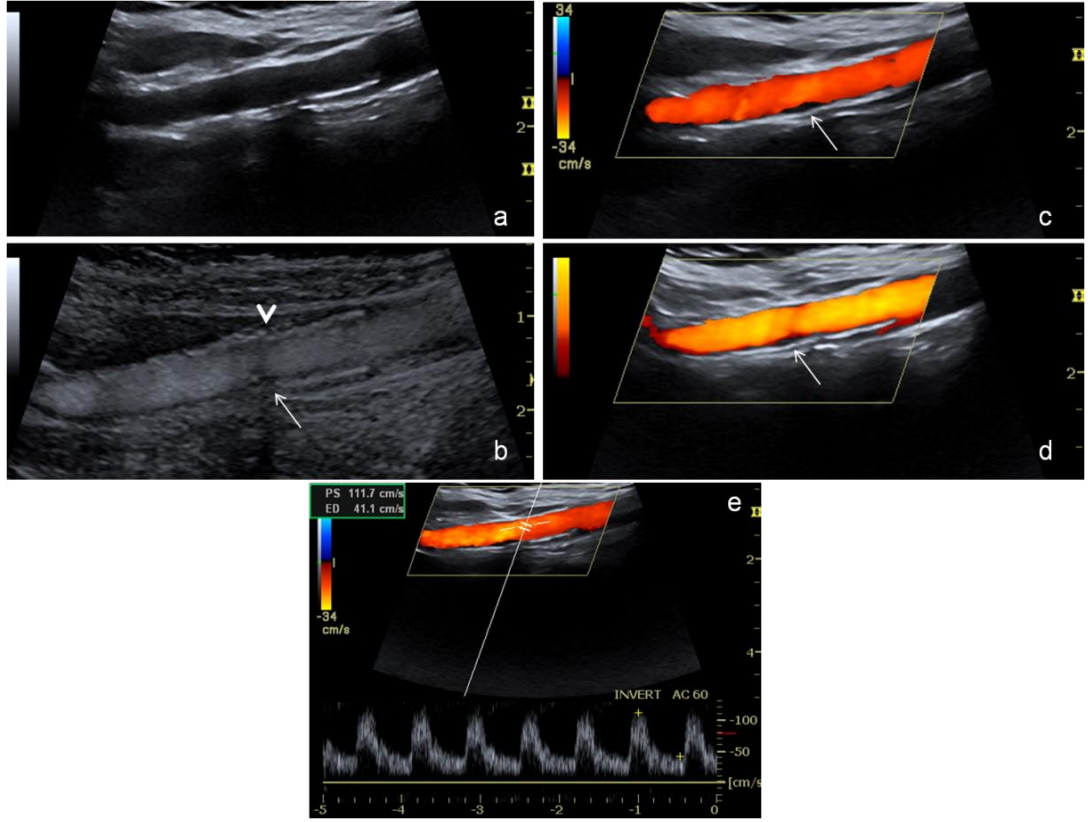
Olgunun 48. ayda yapılan US kontrolüne ait görüntüler. US görüntü analizi “değerlendirilebilir mükemmel (4)” olarak yapılmıştır. (a) B-mod görüntülemeye stentin AKA'dan İKA'ya uzanımı ile birlikte stent orta kesiminde anteriorda milimetrik kalsifiye odak izlenmektedir (ince beyaz ok). (b) B-flow görüntüde bifurkasyon düzeyi ayrıntılı bir biçimde görüntülenmektedir. Stent patent olarak görüntülenmekle birlikte, kalsifiye odağın neden olduğu akustik gölgelenmenin stent içerisinde yalancı bir dolmuş defektine neden olduğu izlenmektedir (ince beyaz ok). Beyaz ok başı ile stent distalinde posteriora izlenen minimal neointimal proliferasyon gösterilmektedir. (c, d) Renkli Doppler ve power Doppler görüntülemelerde de stent lümeni patent olarak izlenmektedir. (e) Stent içerisinden yapılan akım hızı örneklemede stent içi darlıkla uyumlu olabilecek artışlar saptanmamıştır.
